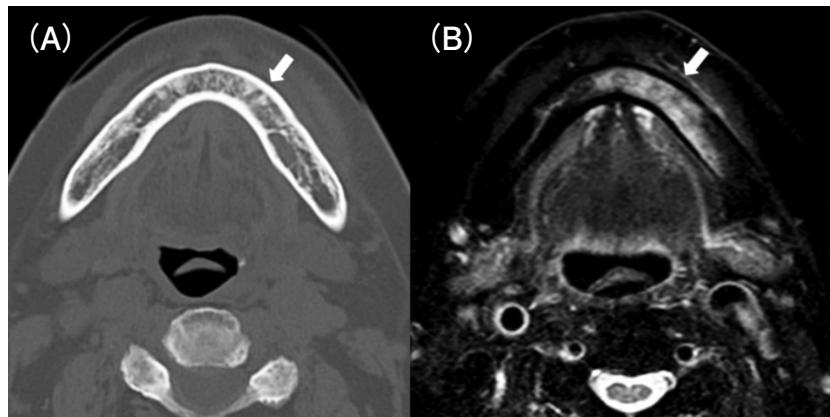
A ; CT では海綿骨、皮質骨に明らかな異常所見を認めない（矢印）。
